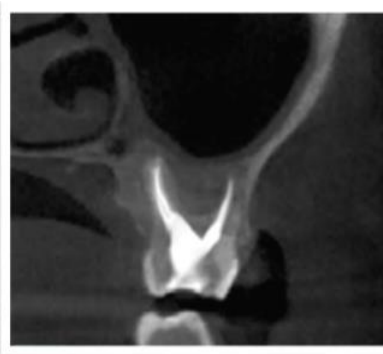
CBCT 5x5 control de 8 meses, la paciente permanece asintomática.
